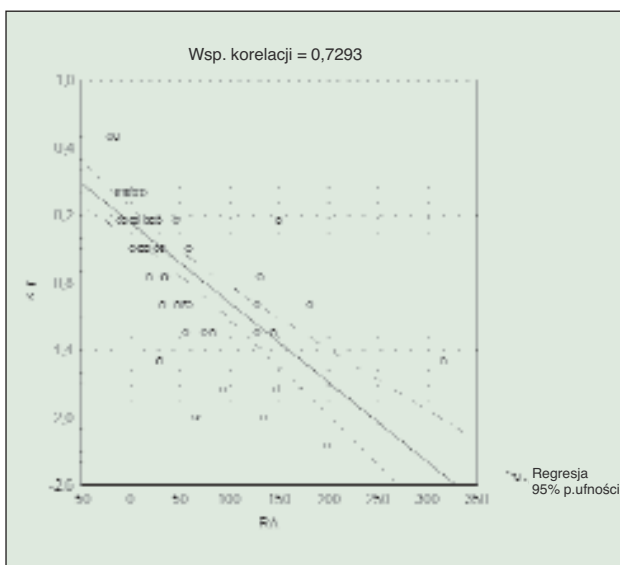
Eozynofilia nosowa w grupie badanej przed (BT) i po (AT) leczeniu
